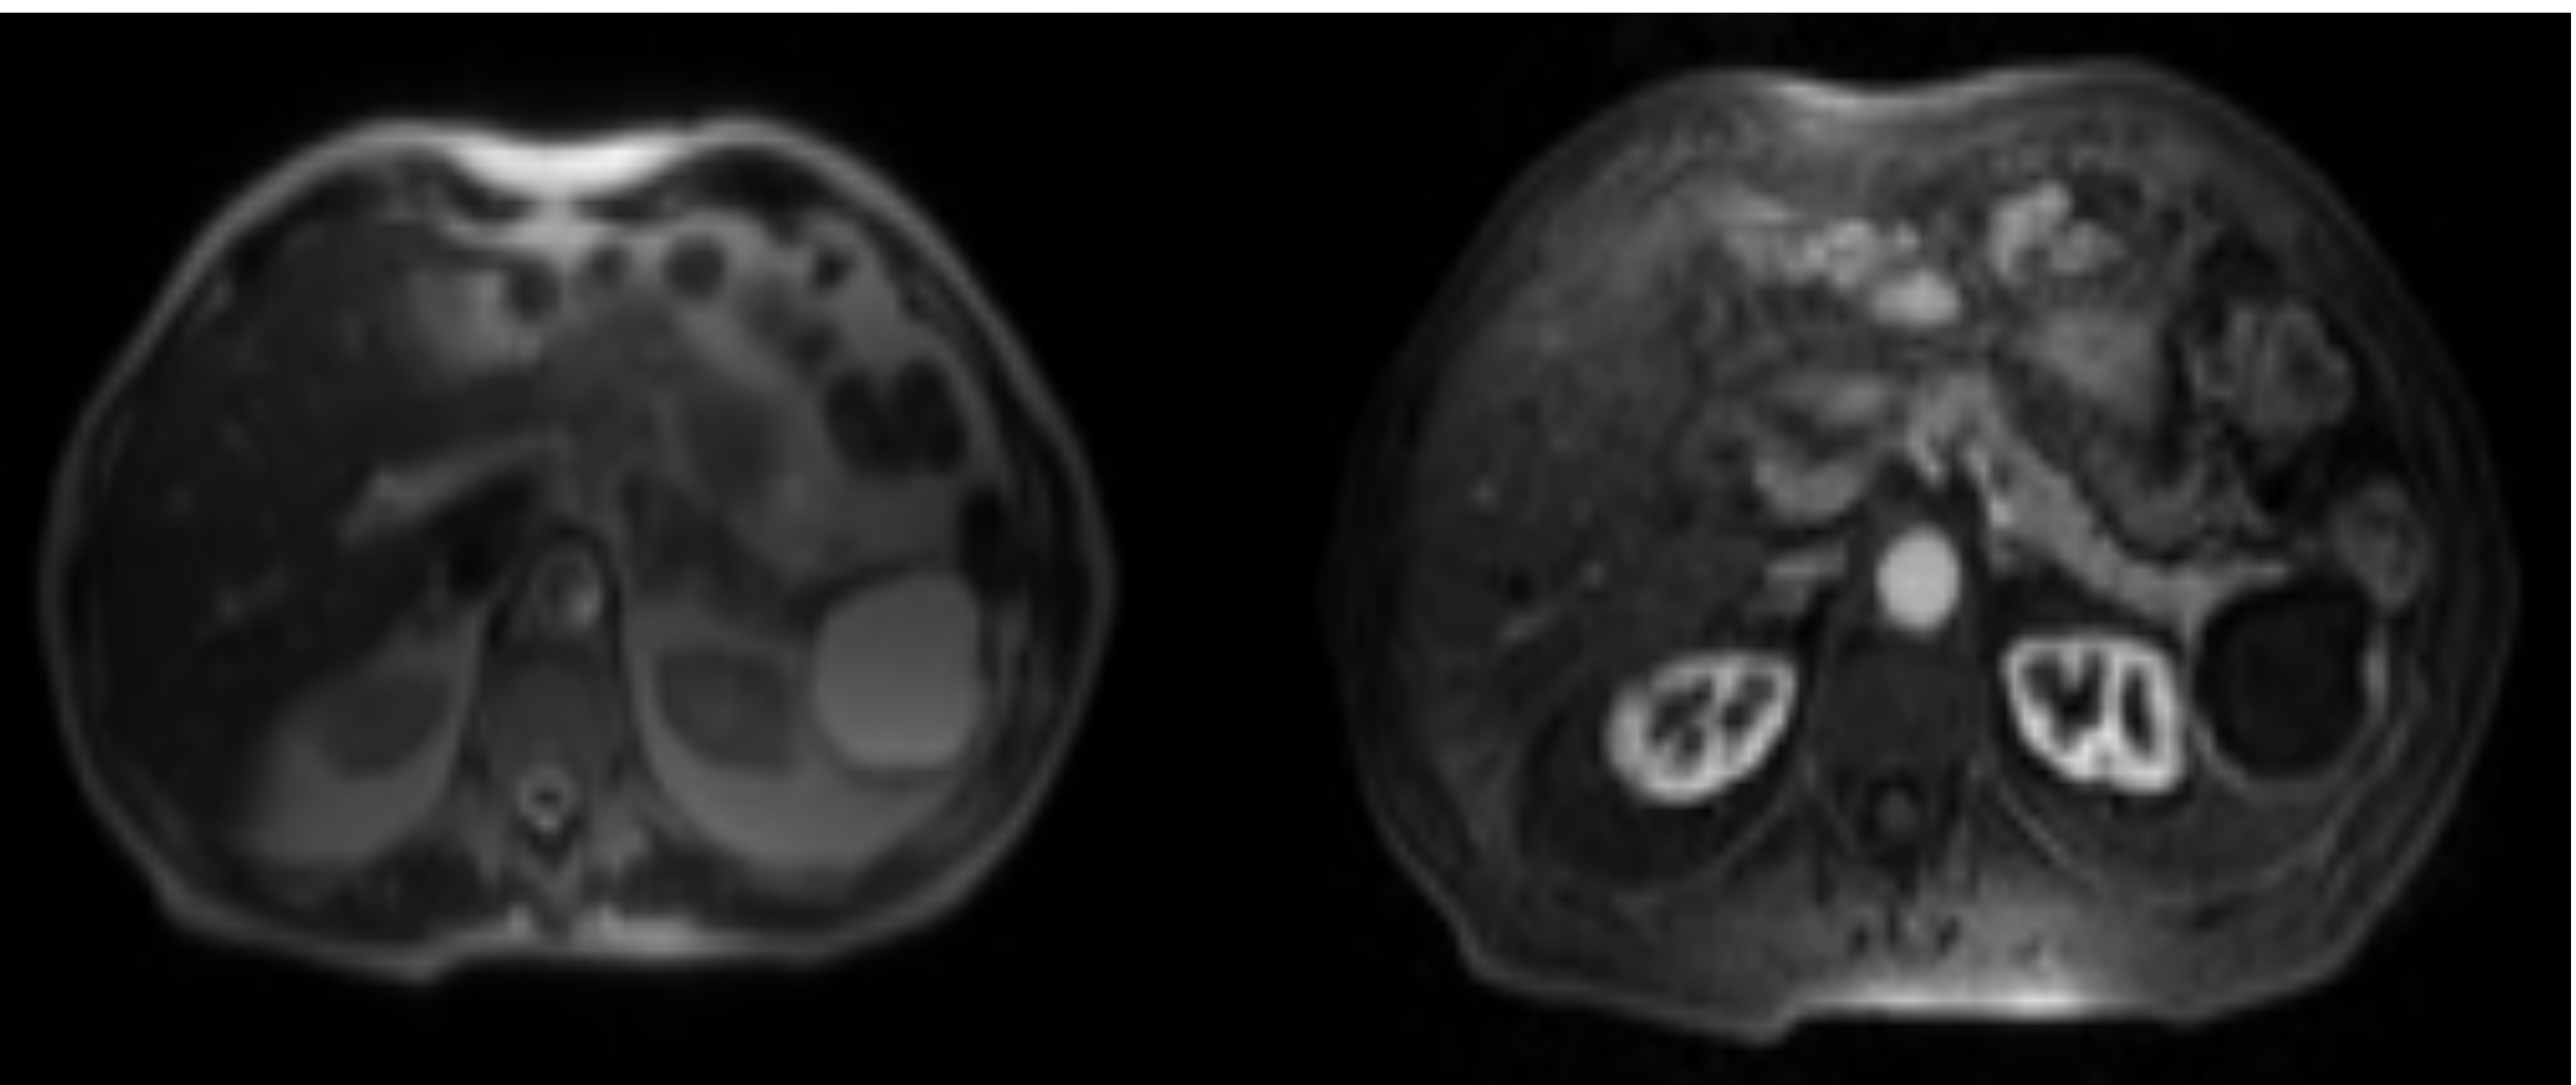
Misma paciente que en la figura 4. Secuencia T2 de RM (a) muestra una lesión quística en la cola pancreática con contenido hiperintenso. Secuencia T1 con SG tras la administración de CIV en fase arterial en la que se observa una imagen ovalada con contenido hipointenso y anillo con realce intenso.
